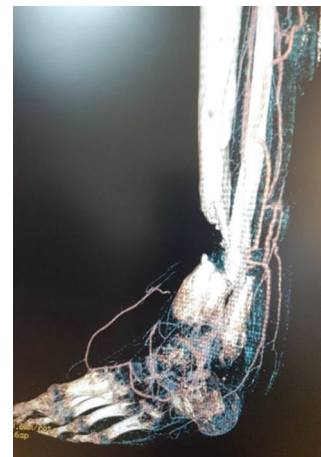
КТ с контрастированием сосудов при 3D-моделировании правой голени и стопы
